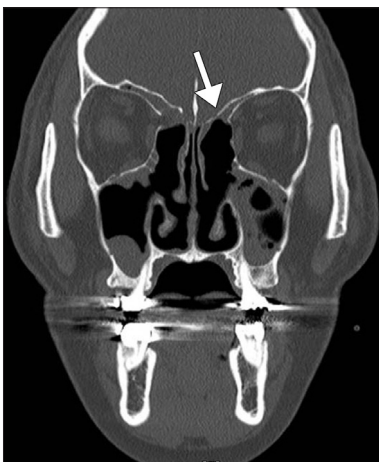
Coronal OMU CT scan does not show definite focus of CSF leakage. Also, it shows more lowering of skull base (arrow) in left side than right side.
